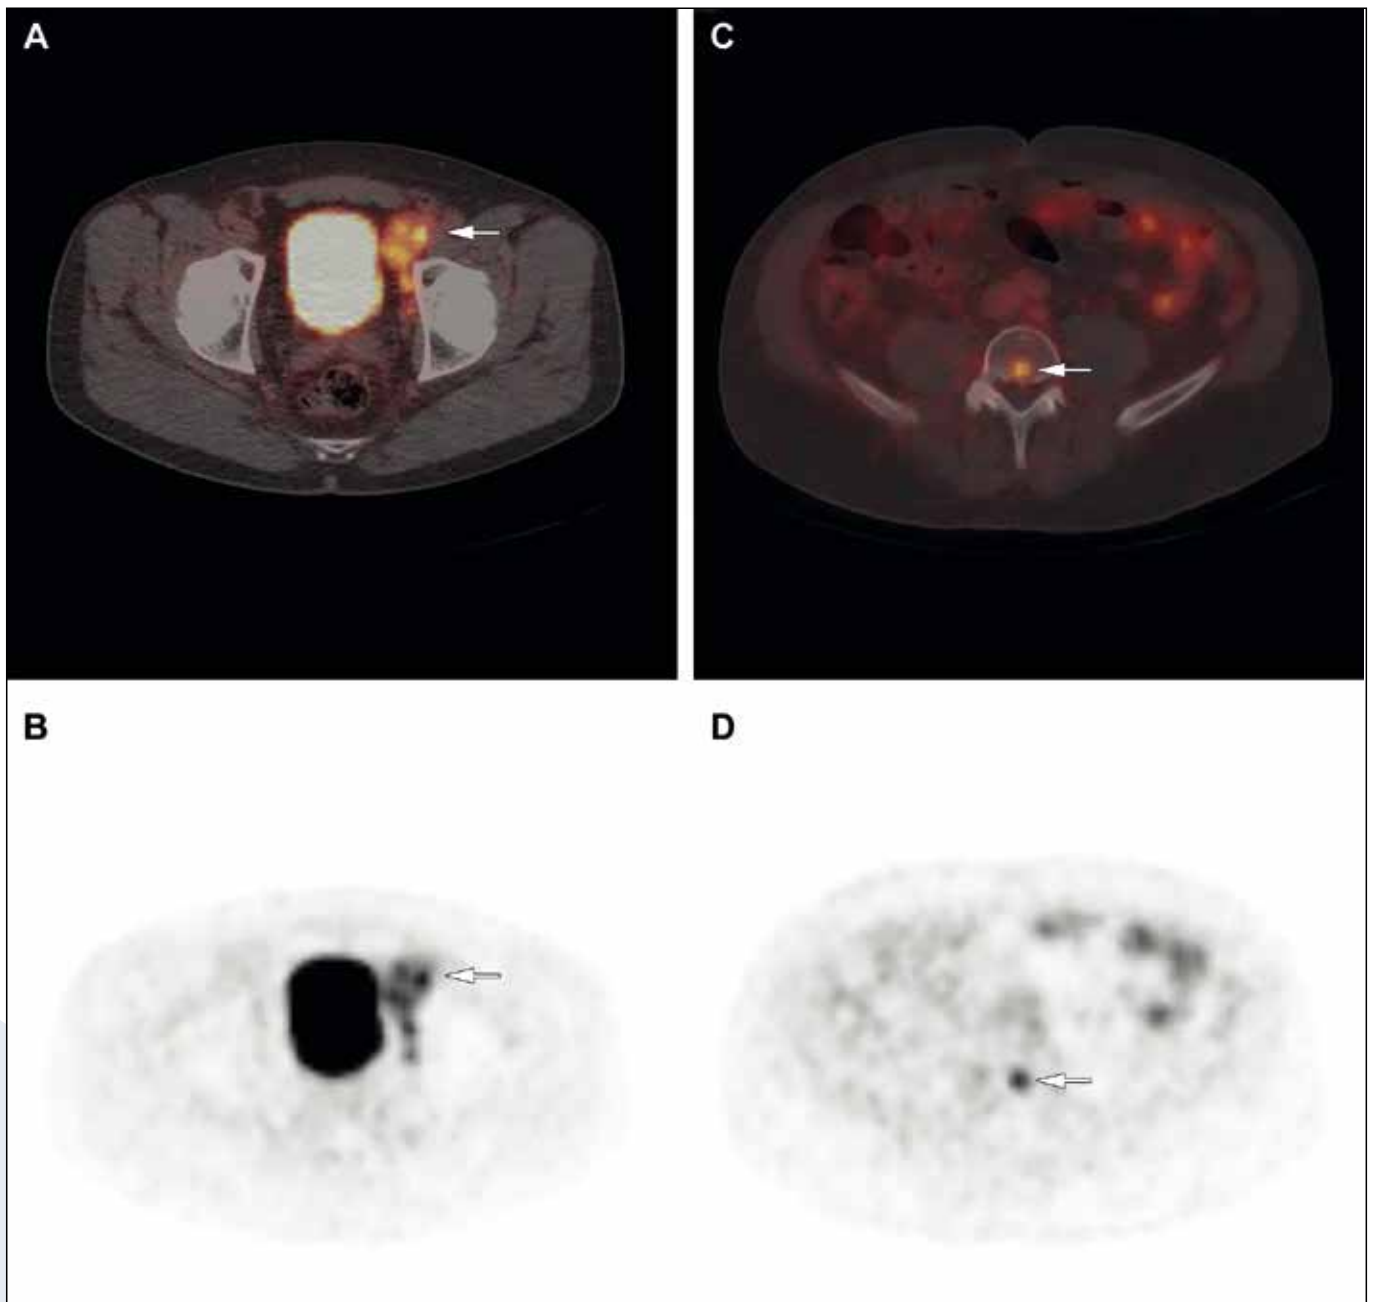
Transversal fused ^{68}Ga -PSMA-PET/CT (A, C) and PET (B, D) images of a 70-years old man with cT2c, Gleason 3+4=7 PCa (initial PSA-level of 102 ng/ml) and considered candidate for ePLND (MSKCC-nomogram: 86% risk of lymph node involvement). ^{68}Ga -PSMA-PET/CT showed extensive bilateral lymph node involvement (A, B) as well as a single suspected bone lesion in vertebra L4 (C, D). Biopsy of the inguinal region confirmed the PCa nature of the metastases. During the post-PET tumour board meeting, it was decided to cancel ePLND and start ADT. Six months later, PSA-level had dropped to 0.13 ng/ml.
